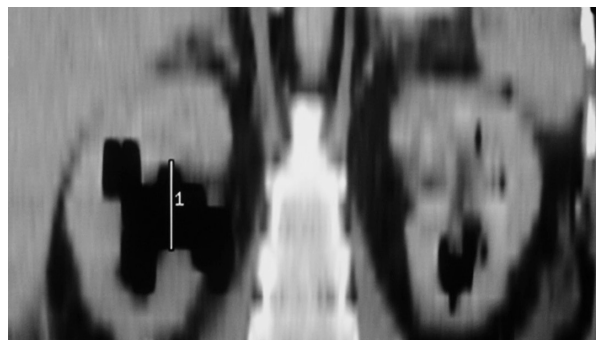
Tomografía computarizada; reconstrucción con evidencia de gas en ambos riñones.
